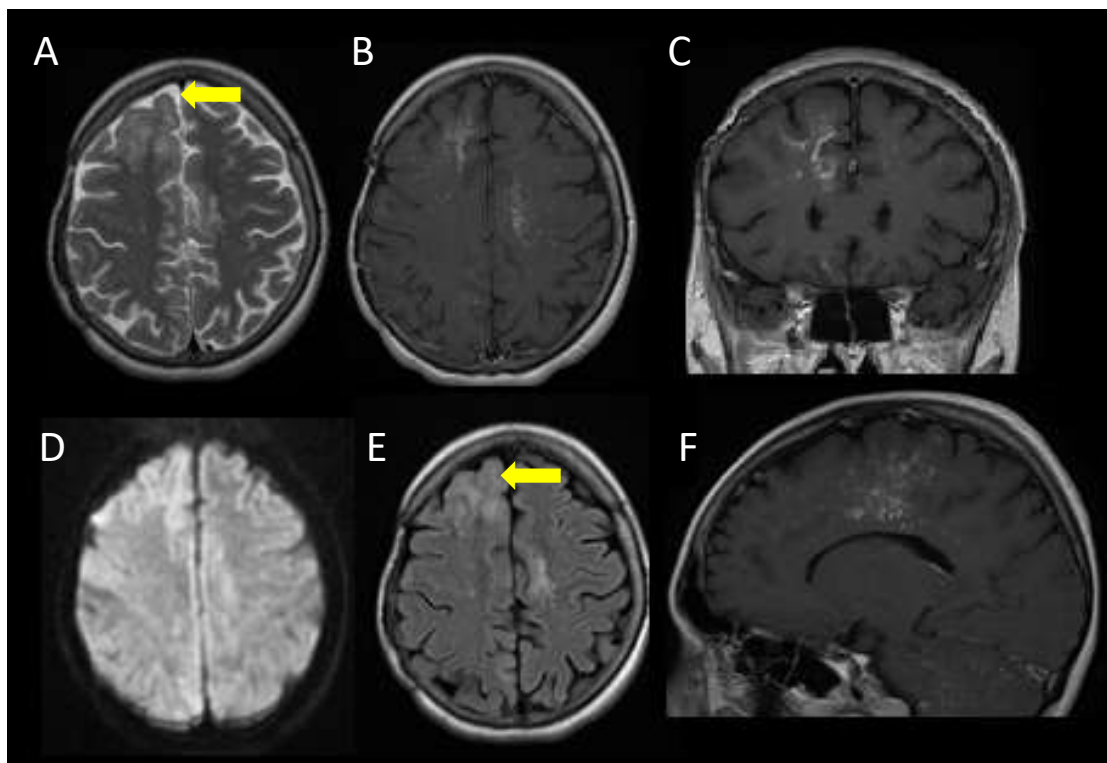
Secuencias T2 (A), FLAIR (E), DWI (D) y T1 post-contraste en planos axial (B), coronal (C) y sagital (F). Hospital Universitario 12 de Octubre.
